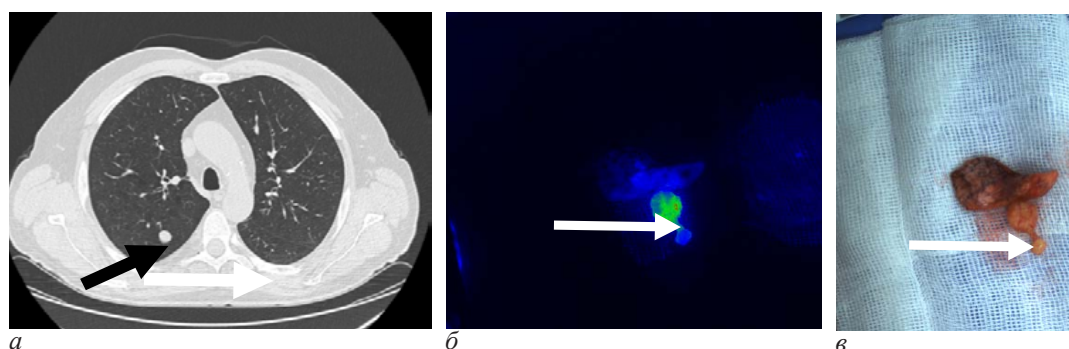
Компьютерная томография (черная стрелка указывает на опухоль) (а), оценка ex vivo после рассечения опухоли в инфракрасном свете (б) и в белом свете (в). Белая стрелка указывает на новообразование (гамартома). ДК – 2,4
